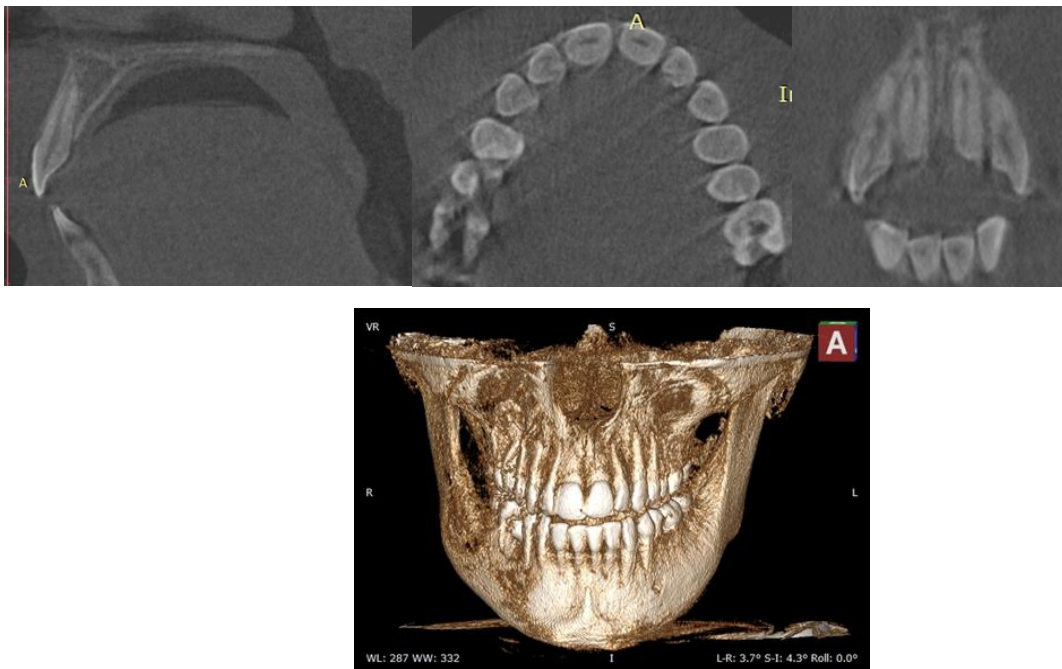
Знімки комп'ютерної томографії дитини 13 років з мультипланарною 3D-реконструкцією.
